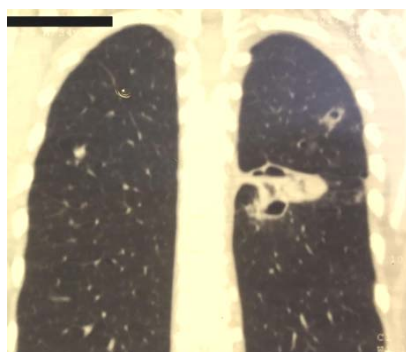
КТ органів грудної порожнини (продольний зріз)
